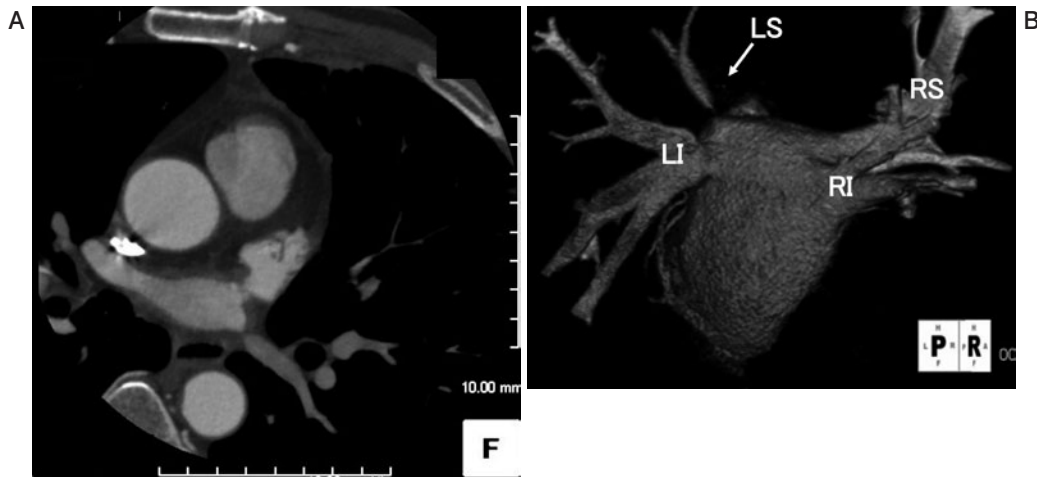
胸部造影CT. (A) 横断像, (B) 胸部造影CTの3D構成画像. 左上肺静脈は高度に狭窄していた. LS: 左上肺静脈, LI: 左下肺静脈, RS: 右上肺静脈, RI: 右下肺静脈.
